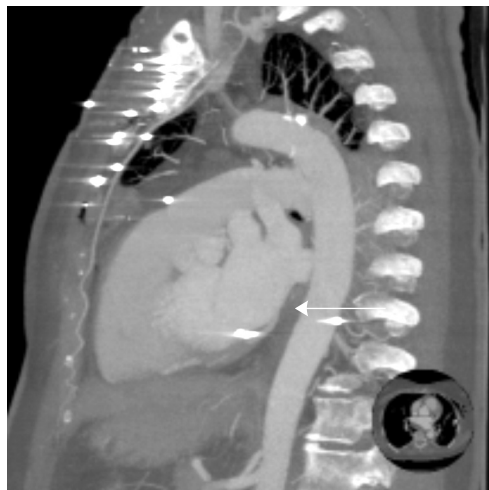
Tridimensional reconstruction in computed tomography of the thorax: the arrow indicates bullet in the aorta wall
